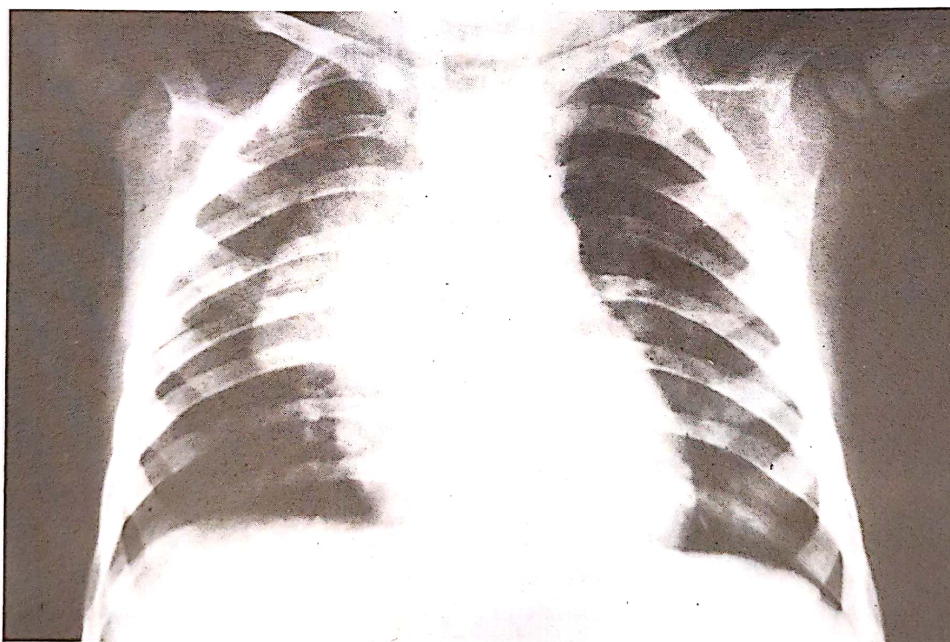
Hipertrofia lobului drept timic în „pânză de corabie”. (Radiografie: pacienta C.F., în vârstă de 6 1/2 luni) (din colecția Lazăr E.).
